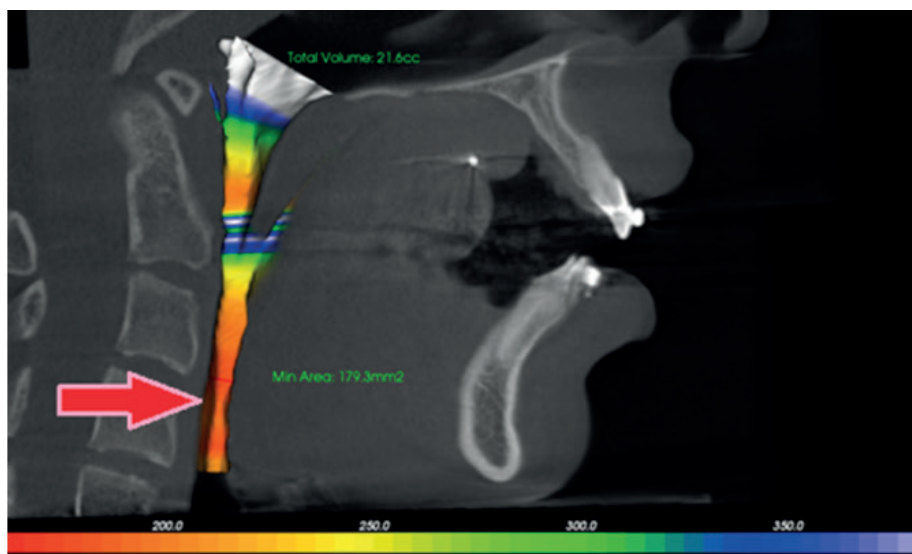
Оценка ширины верхних дыхательных путей по данным МСКТ.
